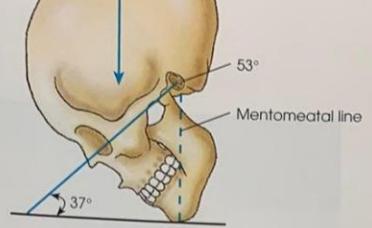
Table radiography.
